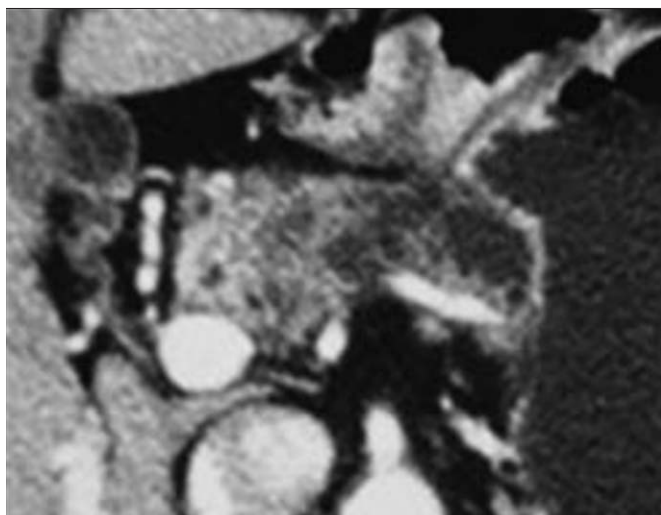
TIPMP dégénérée infiltrante de la tête du pancréas. TDM. Lésion mal limitée, hétérogène, invasive de la tête du pancréas.
